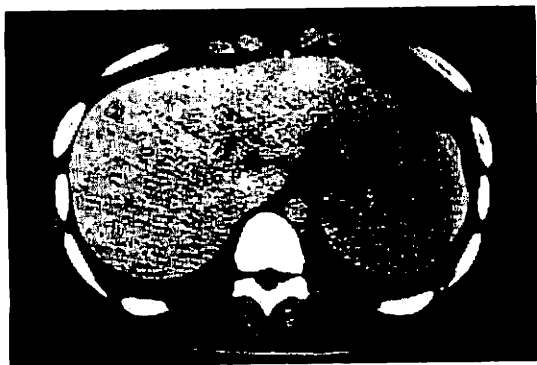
Dynamic sequential computed tomography during arterial portography shows mutiple low density areas in the liver, indicating partial disturbance of portal blood supply in these areas.
